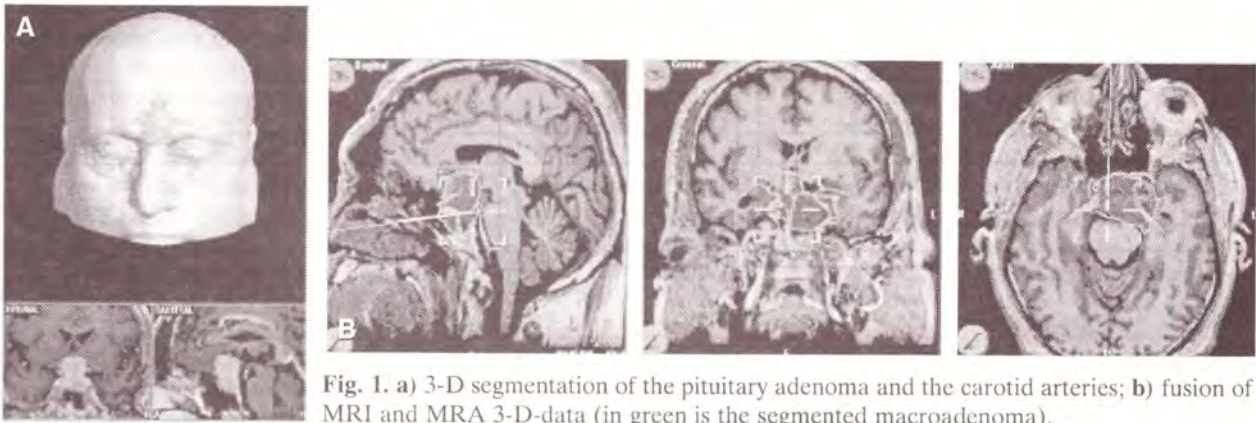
a) 3-D segmentation of the pituitary adenoma and the carotid arteries; b) fusion of MRI and MRA 3-D-data (in green is the segmented macroadenoma).
